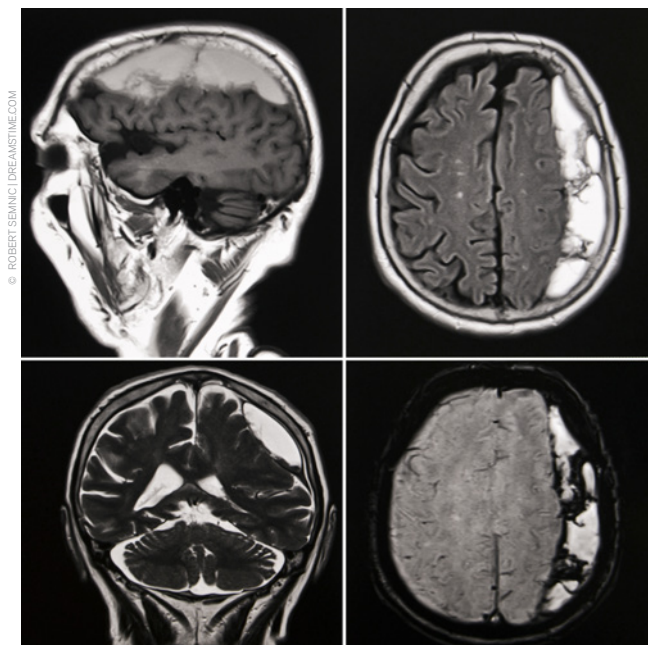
Imagem por ressonância magnética do cérebro humano evidenciando coleção hemorrágica sobre o hemisfério cerebral esquerdo.
